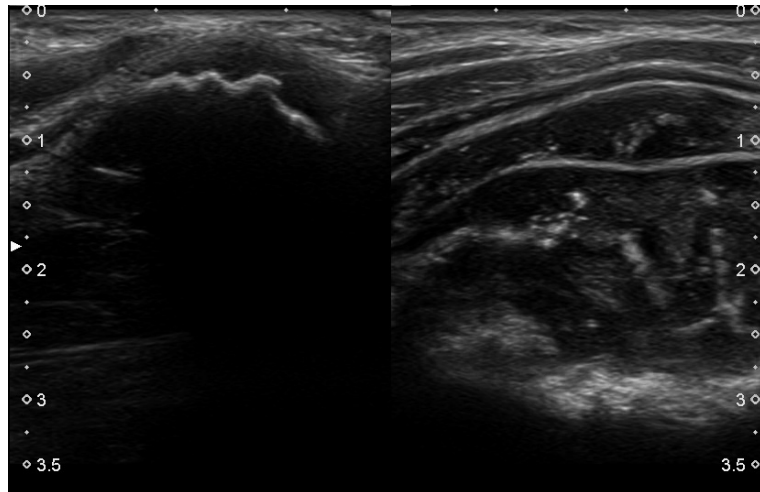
Right and left hip joints with significant structural disturbances (Ultrasound)
